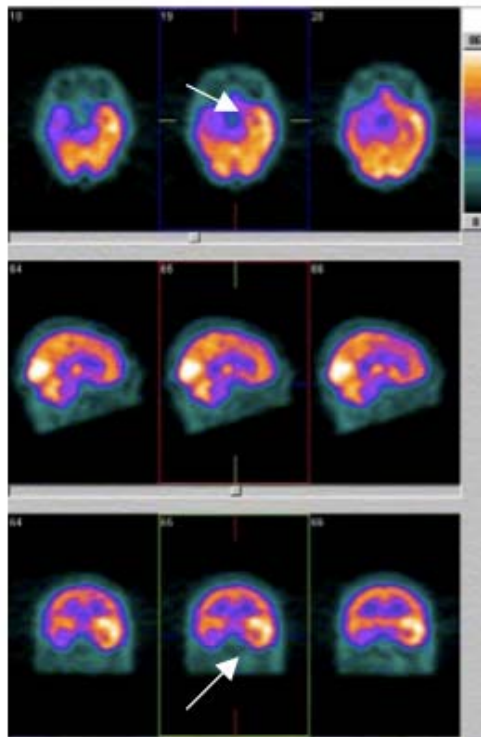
Exemplo de SPECT cerebral, realizado durante o período ictal, demonstrando hiperfluxo sanguíneo cerebral regional em região temporal esquerda
